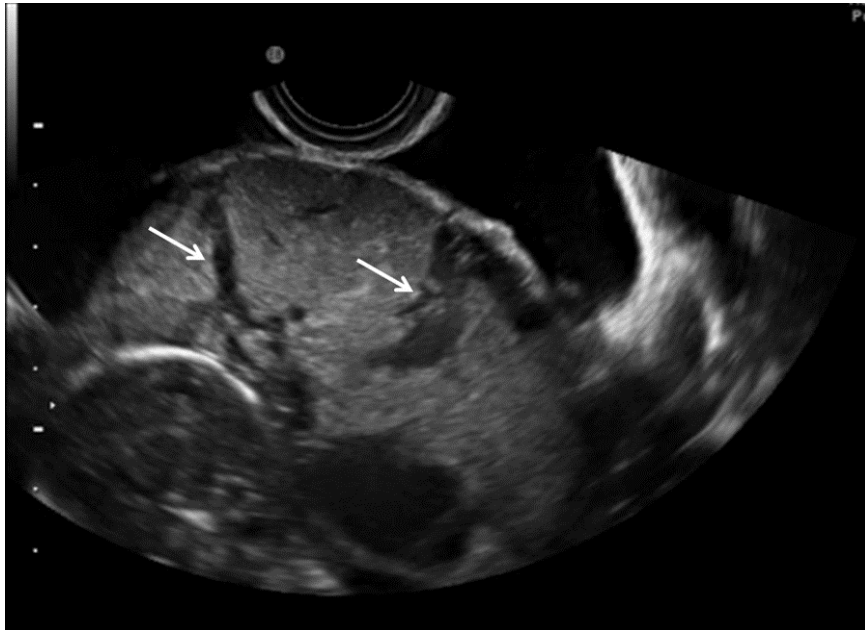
Échographie voie vaginale montrant des lacunes hypoéchogènes irrégulières (flèches blanches) [5].
